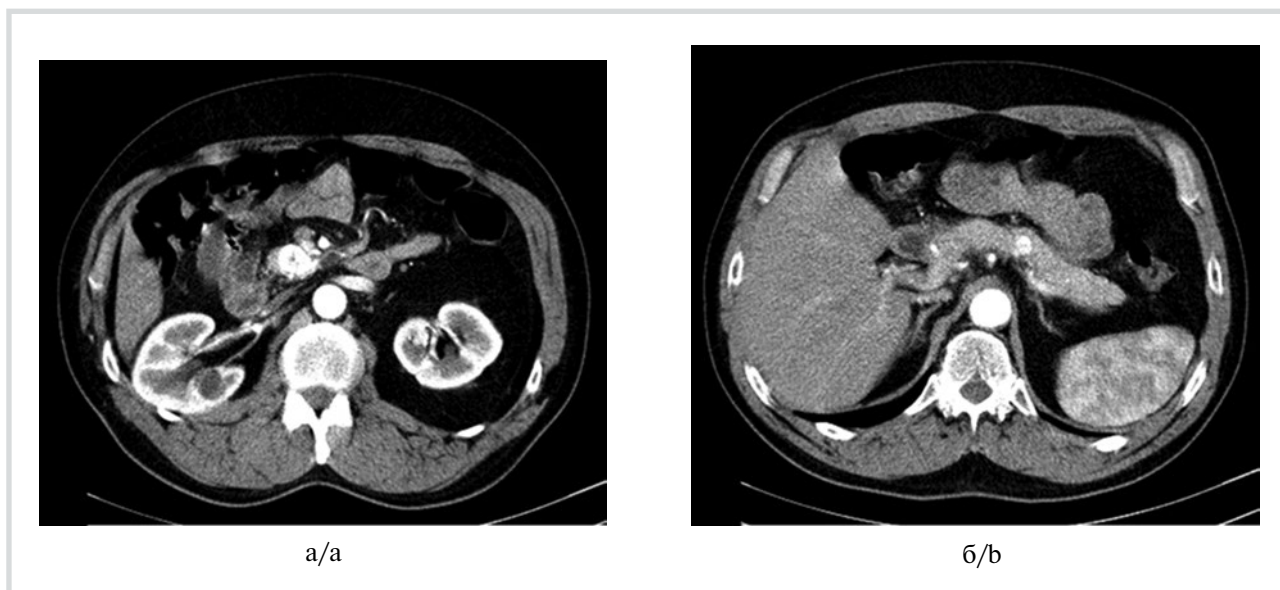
МСК-томограмма, артериальная фаза, аксиальные срезы.
